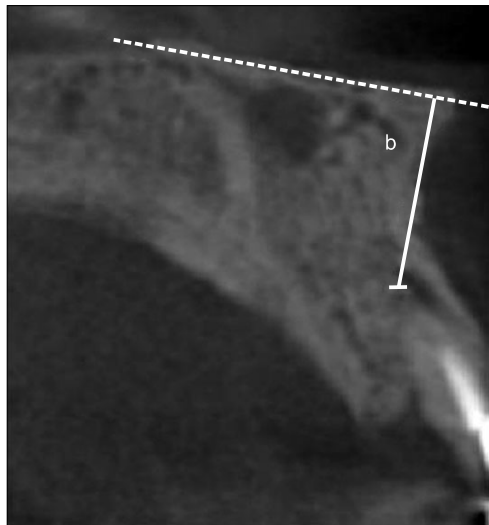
Measure of the distance from root tip to nasal floor on cone beam computed tomography (by perpendicular line to nasal floor) (b).
